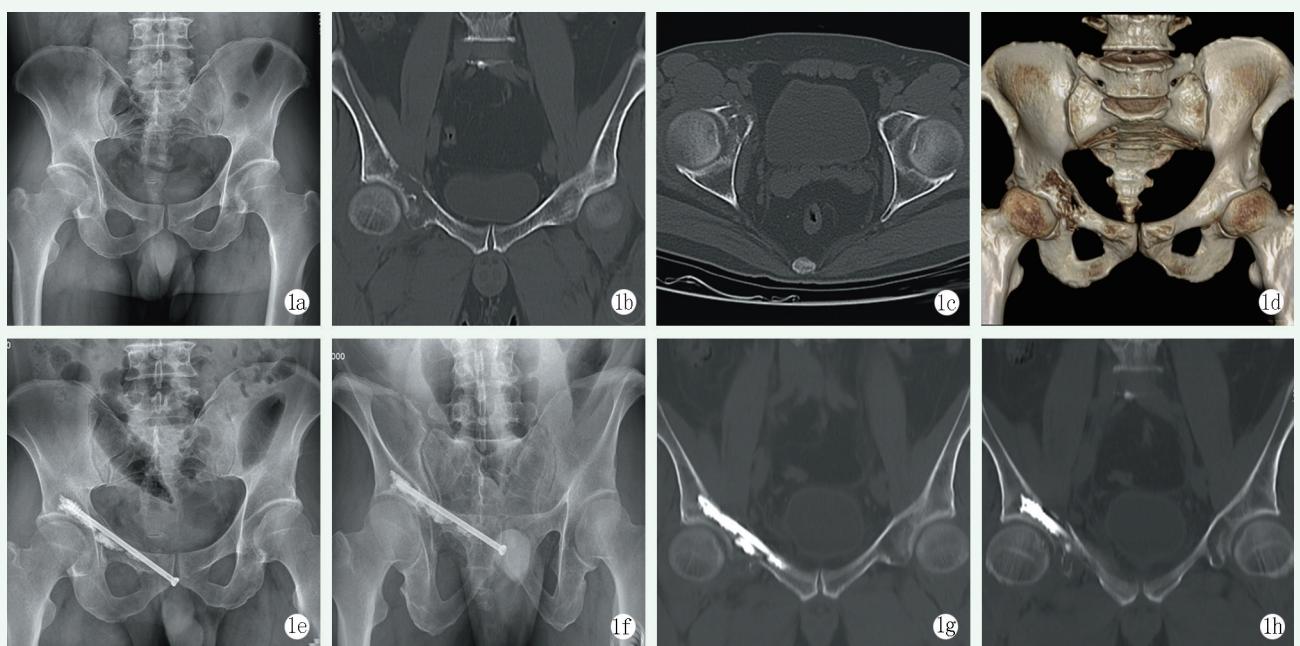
患者，男，48岁，肺癌髋臼周围转移。1a~1d:术前X线片、CT提示右侧髋臼周围溶骨性破坏；1e~1h:行经皮中空螺钉内固定结合骨水泥成形术，术后影像学复查显示肿瘤区域骨水泥弥散分布良好，螺钉稳定，方向、长度合适。
